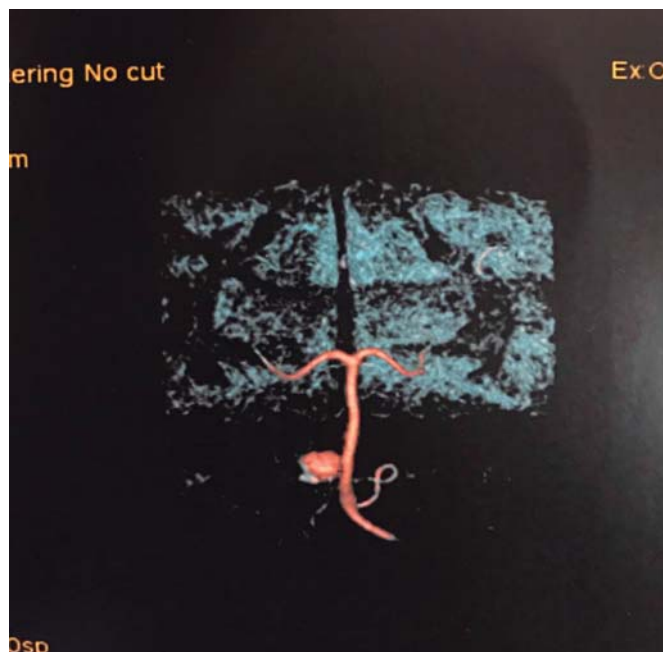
Angiorressonância craniana demonstrando lesão em região pontina à direita.
